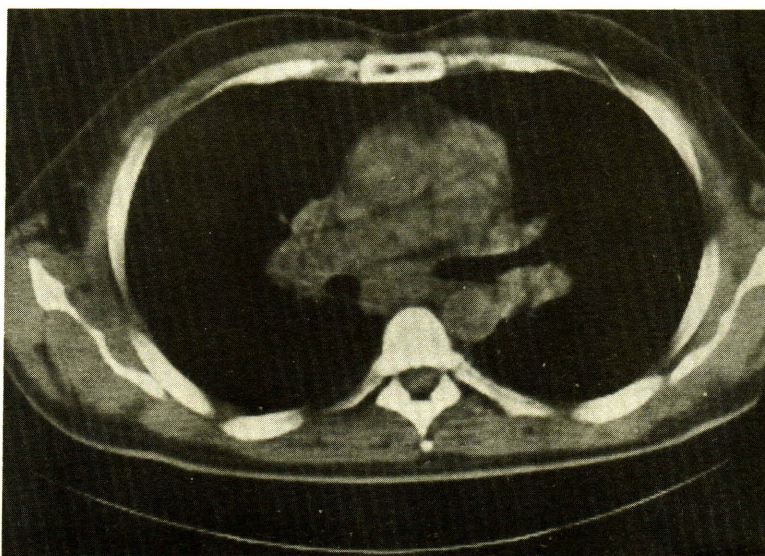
CT scan showing extensive hilar and mediastinal lymphadenopathy.
